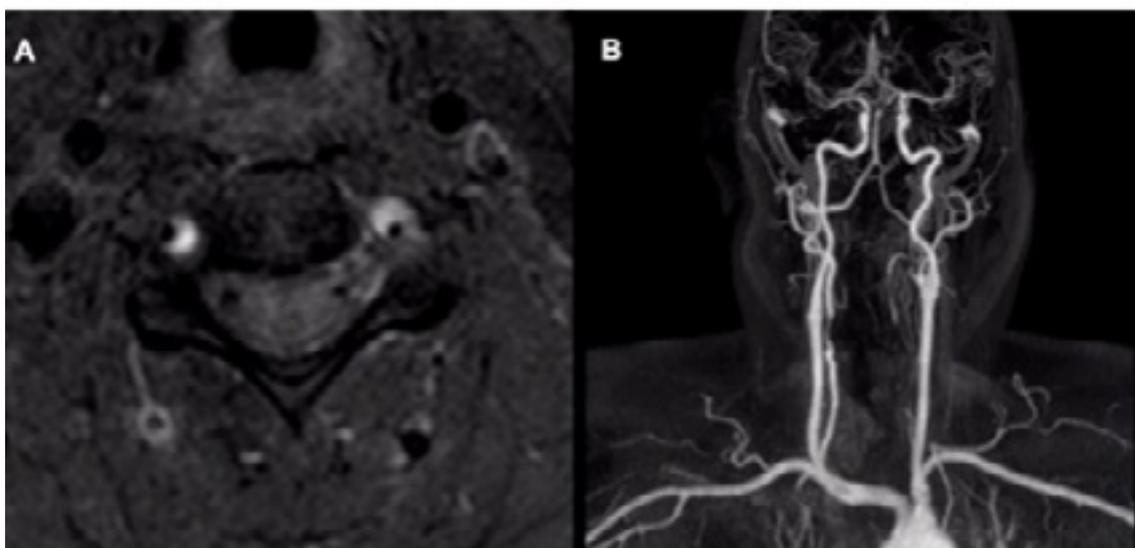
A) Sequência STIR axial = hiperintensidade falciforme bilateral na parede do vaso acometido (sinal crescente) no segmento V2; B) Reconstrução de vasos de angiografia por ressonância magnética revelando irregularidades e estreitamento de ambas as artérias vertebrais no segmento foraminal.
